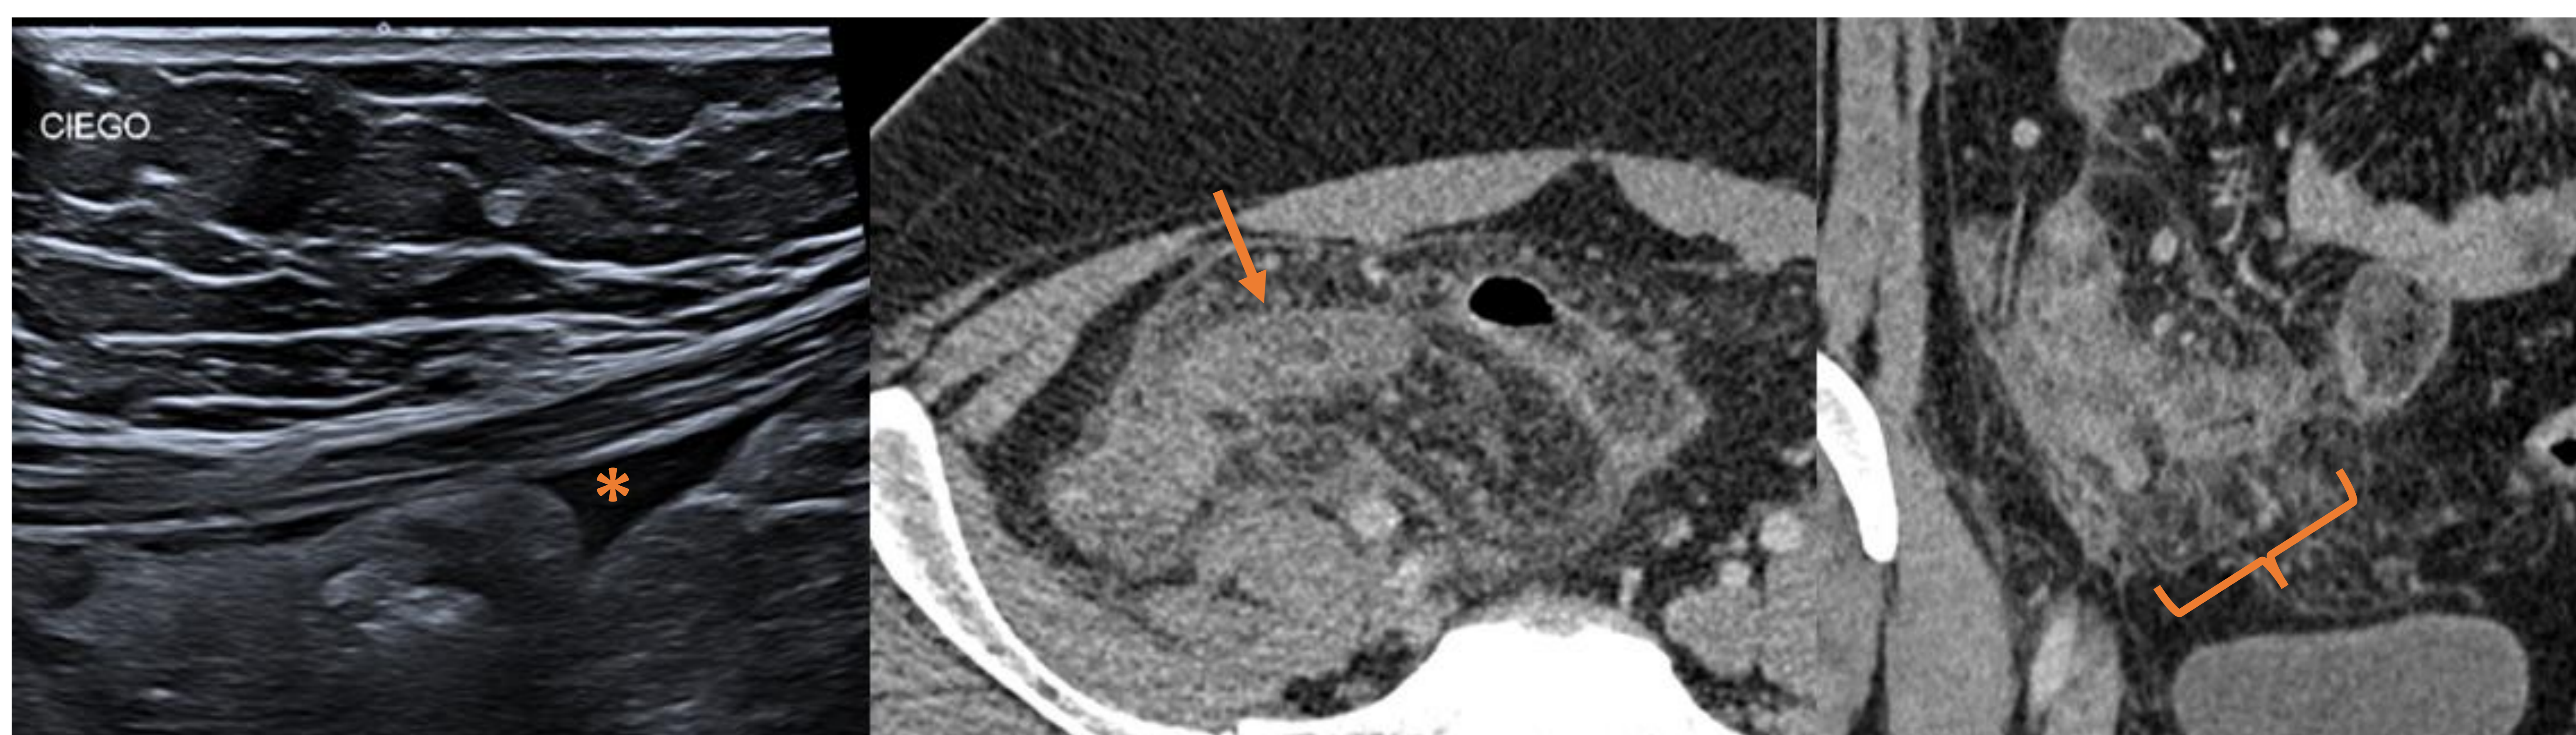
Ecografía: Engrosamiento difuso leve de la pared del ciego con lengüeta de líquido libre pericecal (asterisco). Cortes axial y coronal de TC abdominopélvico con contraste IV: Engrosamiento parietal del íleon terminal (flecha) y ciego, con moderada estriación de la grasa adyacente y ganglios locorreregionales. Ingurgitación del meso con signo del peine en cara inferior del íleon terminal (llave). Hallazgos que sugieren debut de enfermedad inflamatoria intestinal, probable E. Crohn.
